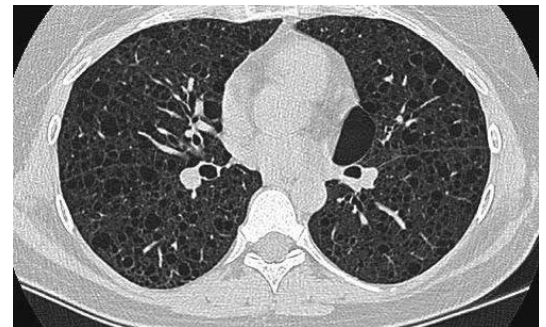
Hochauflösende Computertomografie der Lungen bei einer LAM-Patientin: beide Lungenflügel sind mit zahlreichen Zysten durchsetzt. [DN Franz, Cincinnati]
